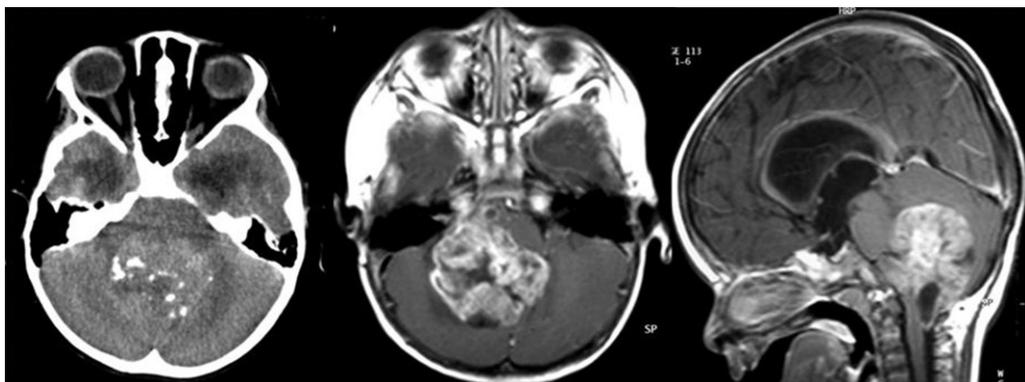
Épendymome de fosse postérieure. Des calcifications sont observées sur l'examen tomodensitométrique (à gauche). En IRM, la prise de contraste est souvent hétérogène (au milieu et à droite).
